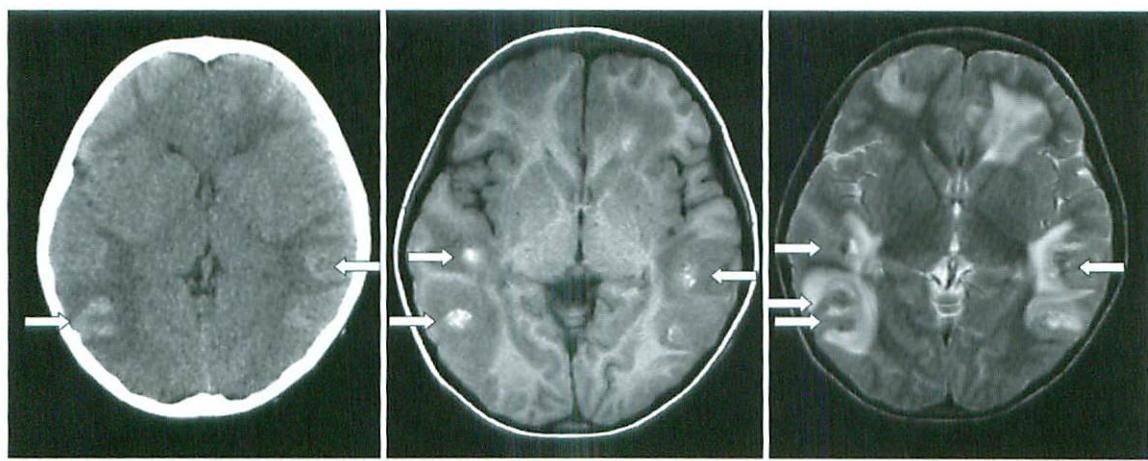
Plain CT scan (a), MR T1WI (b), and MR T2WI (c) of the patient's head taken on admission.
